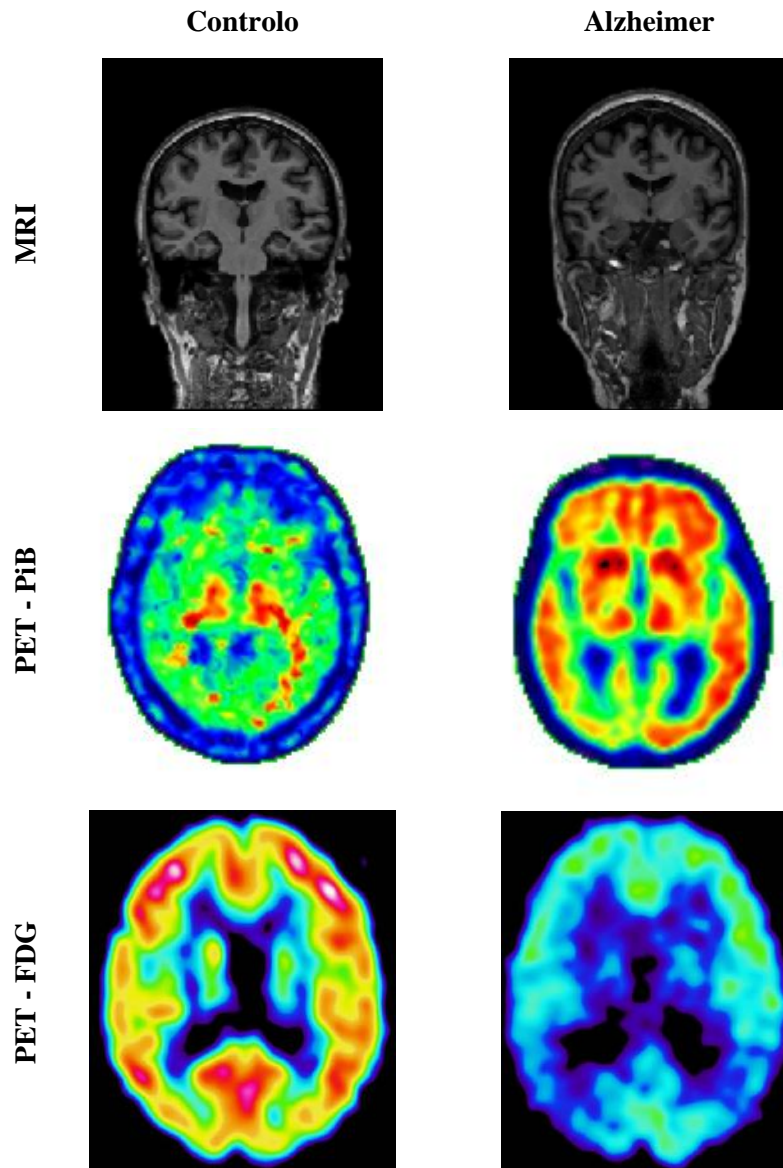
Diferenças observadas nas imagens MR e PET entre um sujeito saudável e um paciente com DA. Na primeira linha estão apresentadas duas imagens de MR de um sujeito controlo e um sujeito com DA, respectivamente. Na segunda linha, estão apresentadas as imagens PET obtidas com PiB de um sujeito controlo e um sujeito com DA, respectivamente. Enquanto na última linha estão apresentadas as imagens PET obtidas com FDG de um sujeito controlo e um sujeito com DA, respectivamente. Adaptado de [27].
